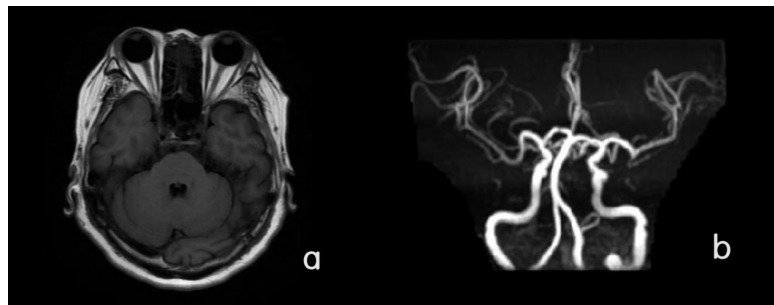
(a) Plain scan of brain MRI; (b) MRA of brain
